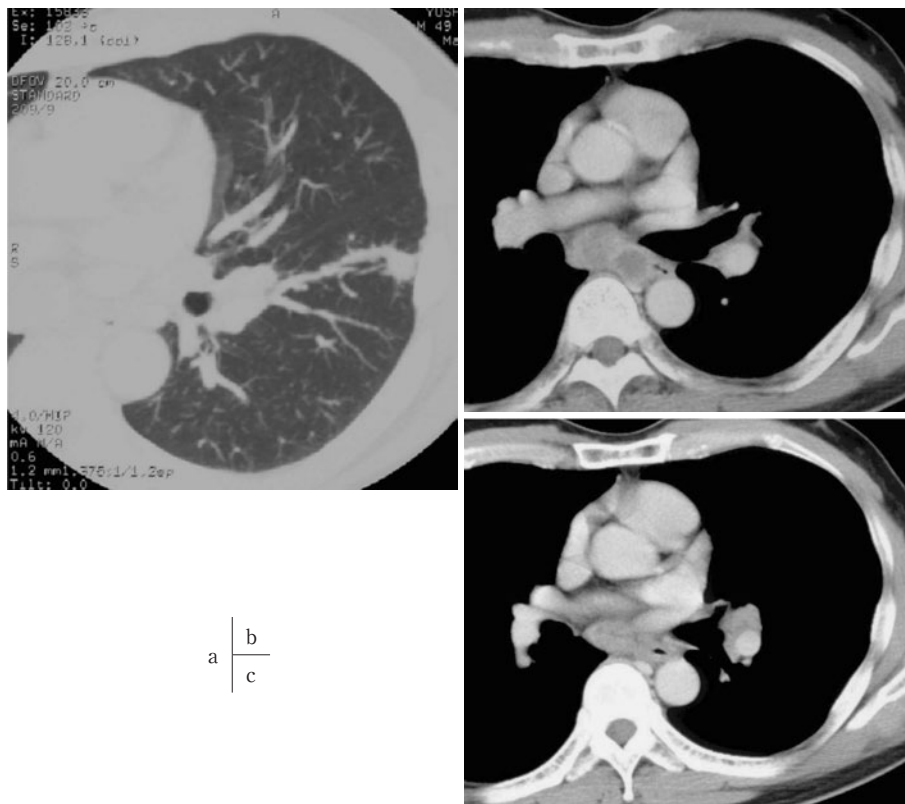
(a) A chest computed tomography scan showed a small nodule in the left lower lobe. (b, c) Contrast-enhanced computed tomography showed left hilar (c) and subcarinal (b) lymphadenopathy.
